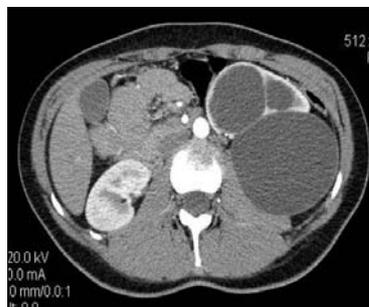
МСКТ. Аксиальный скан
